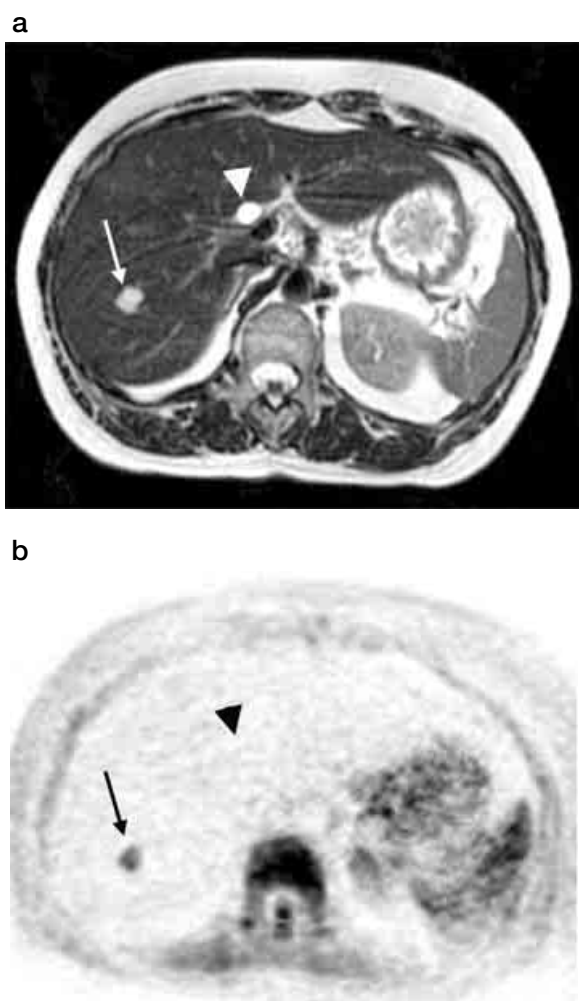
a: T2 WI; b: DWI (白黒反転表示), 血管腫 (矢印) および嚢胞 (矢頭) はいずれも T2 WI にて高信号を呈するが, DWI にて血管腫は高信号, 嚢胞は低信号を呈し, 鑑別可能である。
